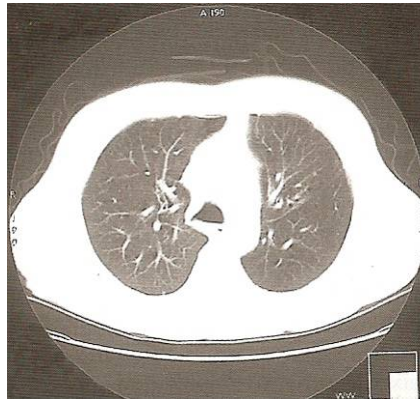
Corte de TC no plano axial do tórax com janela adequada para parênquima pulmonar (retirado de (Pisco, 2003)).
